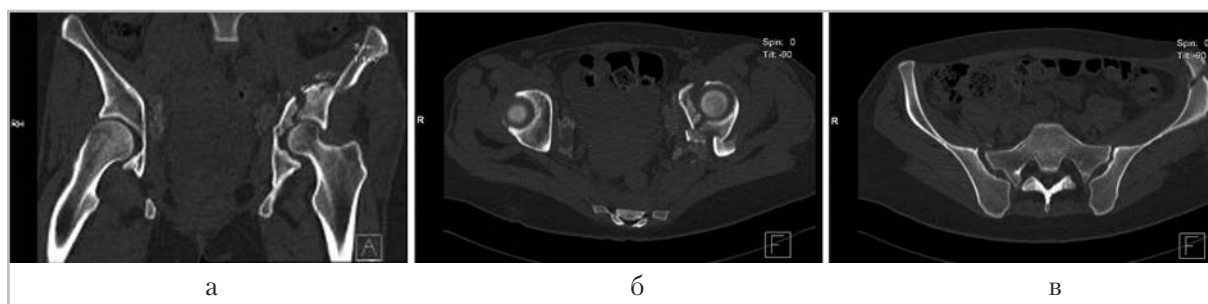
Компьютерные томограммы. МПР изображений таза во фронтальной (а) и аксиальной (б, в) проекциях, построенных ортогонально анатомическим структурам с толщиной коллимации 1 мм
